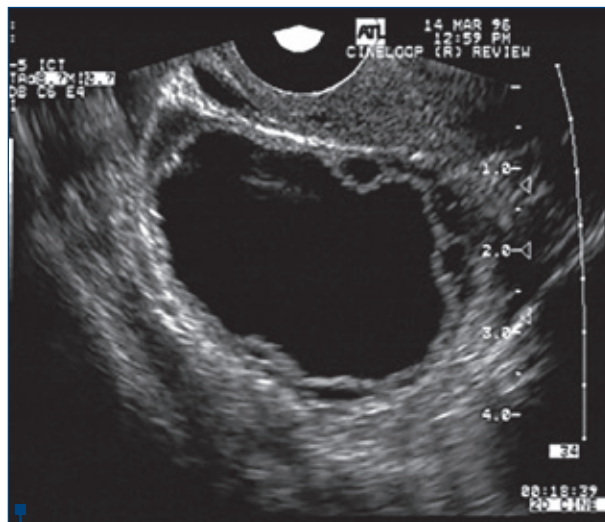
Folicul care evoluează atretic de la diametrul preovulator. Forma este compromisă de către foliculii periferici. Este necesar Doppler pentru a evalua dacă un folicul este destinat ovulației<sup>(12)</sup>
